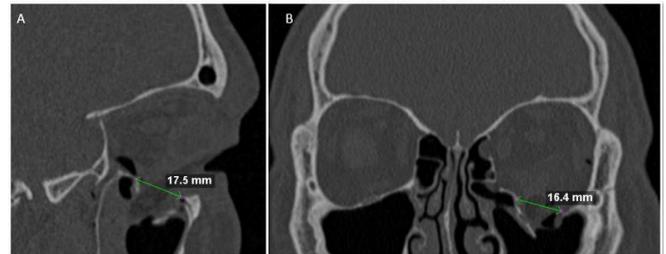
(A) Imagem da tomografia computadorizada pré-operatória imediata, corte sagital da órbita esquerda, após removido o corpo estranho, evidenciando o defeito ósseo de 17,5mm no sentido antero-posterior. (B) Imagem da tomografia computadorizada pré-operatória imediata, em corte coronal, evidenciando o defeito ósseo no sentido látero-lateral da órbita esquerda, após removido o corpo estranho, medindo 16,4mm.
